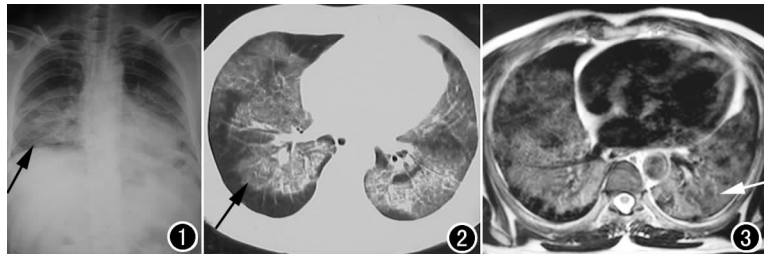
X线片示两肺中下野斑片状致密影,边缘模糊,以中内带为著。
